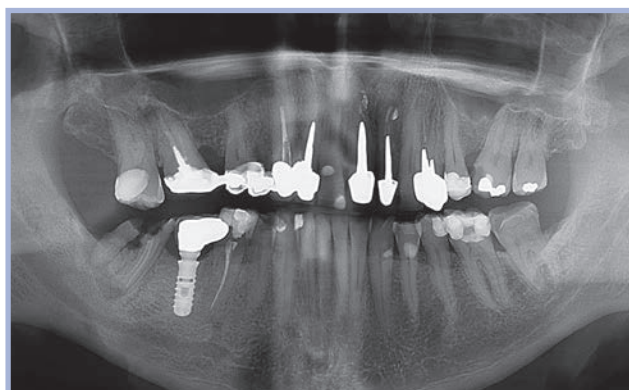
Ortopantomografia a distanza di 5 anni
